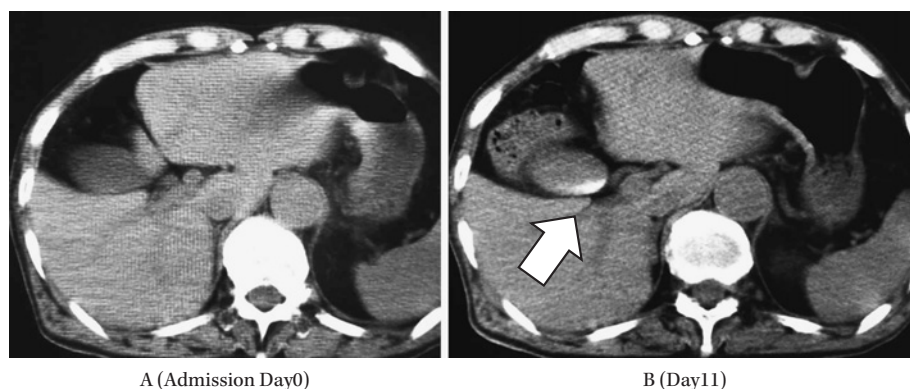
(Case2): Abdominal CT revealed no evidence of gallbladder sludge or any stones on admission (A); on day 11 after administration of CTRX, a high-density lesion (\blacktriangledown) appeared in the gallbladder (B).
